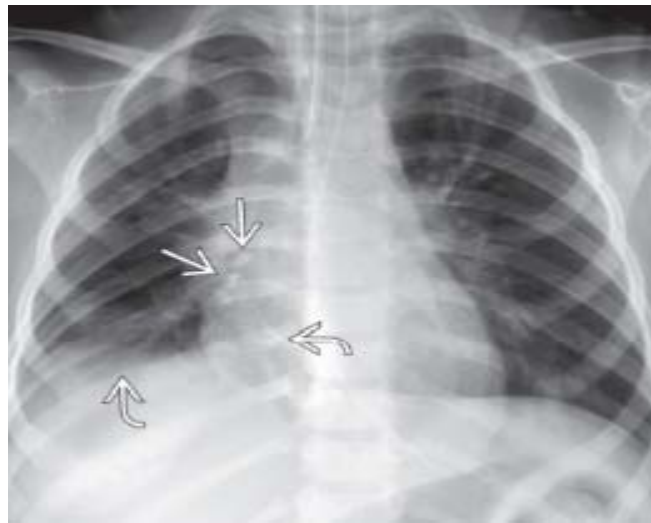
Radiographie du thorax montrant un corps étranger radio opaque dans la bronche lobaire inférieure droite (34)
